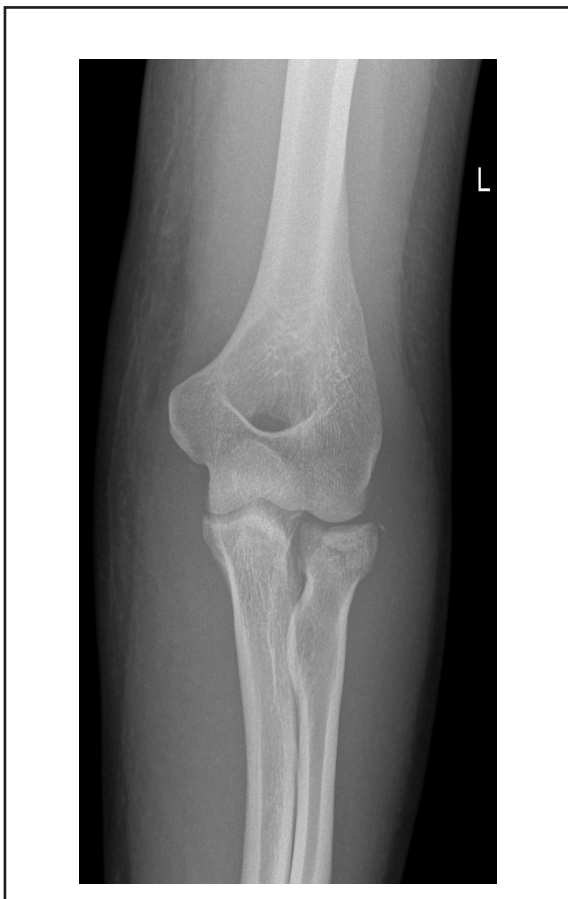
Radiografía anteroposterior de codo izquierdo, donde se observa fractura de cúpula radial.
